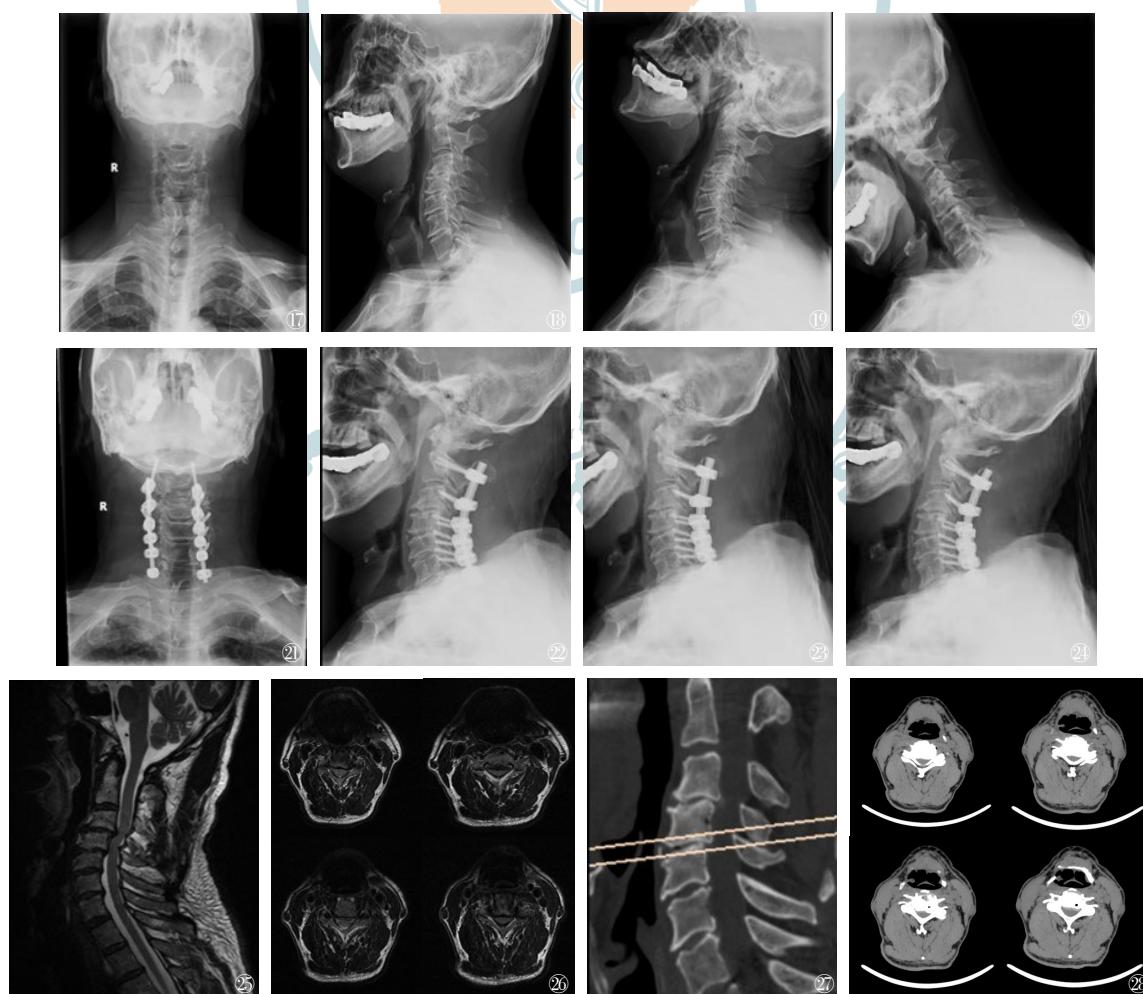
~28 男,63岁,颈椎外伤伴脊髓损伤,行颈椎后路 $C_3\sim C_7$ 椎板切除减压、 $C_2\sim C_7$ 植骨融合、钉棒系统内固定术;图17~20 术前正位、侧位及动力位X线;图21~24 术后正位、侧位及动力位X线;图25~28 前CT/MRI,显示多节段颈椎管狭窄,C3/4脊髓内高信号,说明该节段失稳
